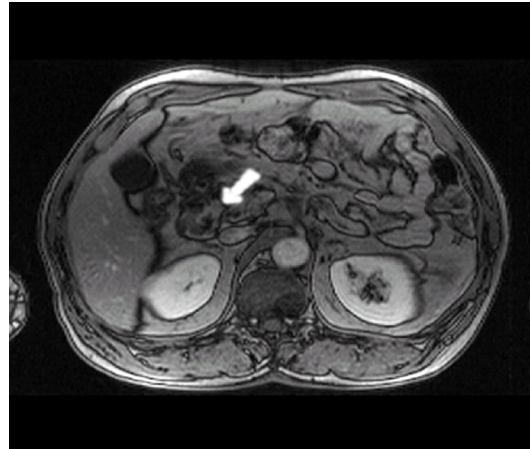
Pancreas MRI: Contrast enhancing mass lesion between pancreas head and duodenal 2nd portion area (see arrow)
